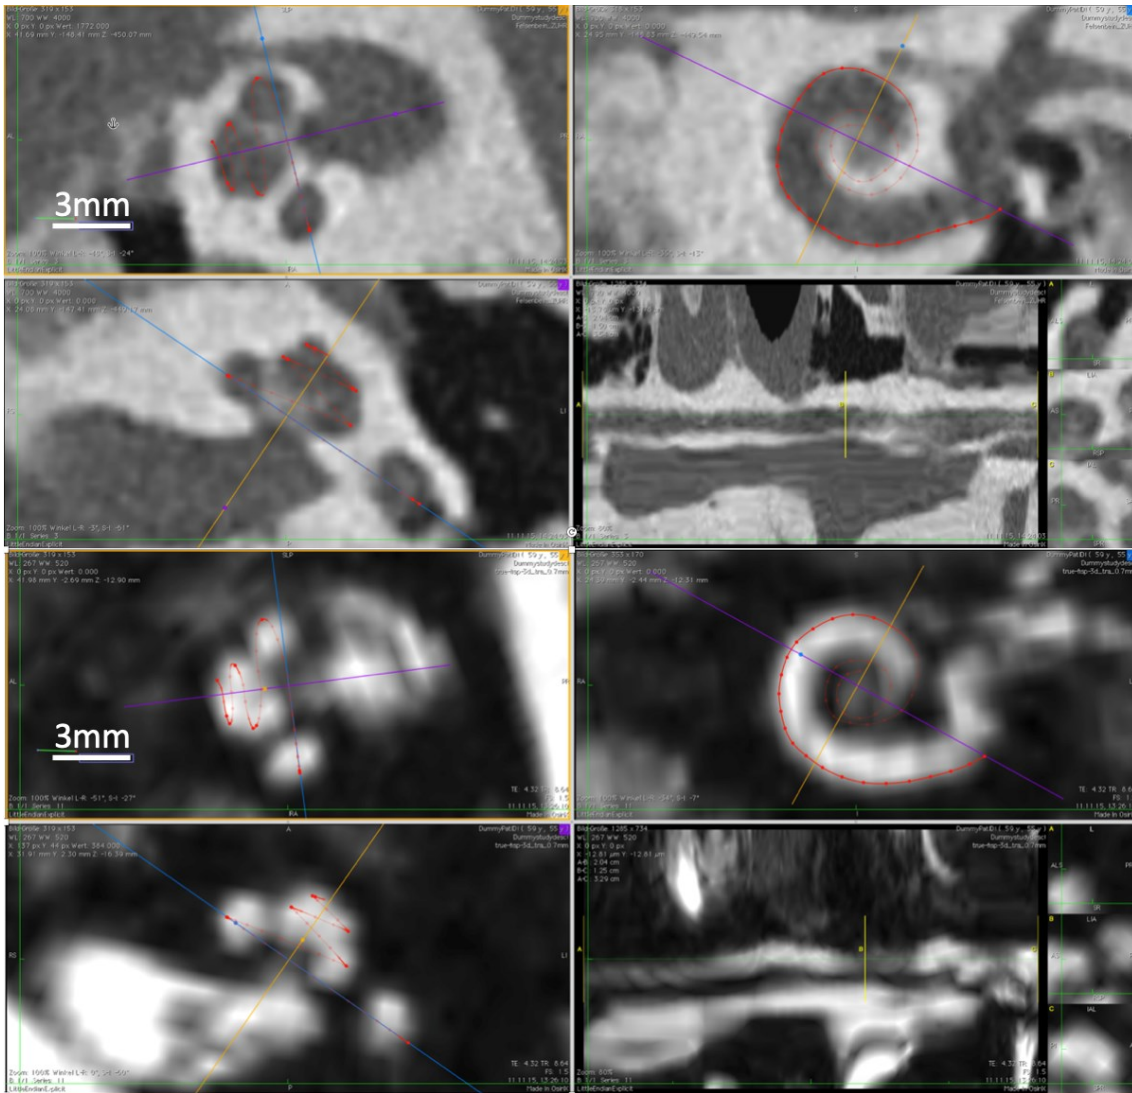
Übersichtsansicht in Osirix, im oberen Teil (obere vier Fenster) in einer CT-Studie, im unteren in einer MR-Studie desselben Patienten. Jeweils im rechten oberen Fenster ist der „Cochlear View“ erkennbar. Auf der linken Seite sind die beiden Ebenen senkrecht dazu durch den Modiolus zu sehen. Jeweils rechts unten wird die „entrollte“ Cochlea dargestellt.
